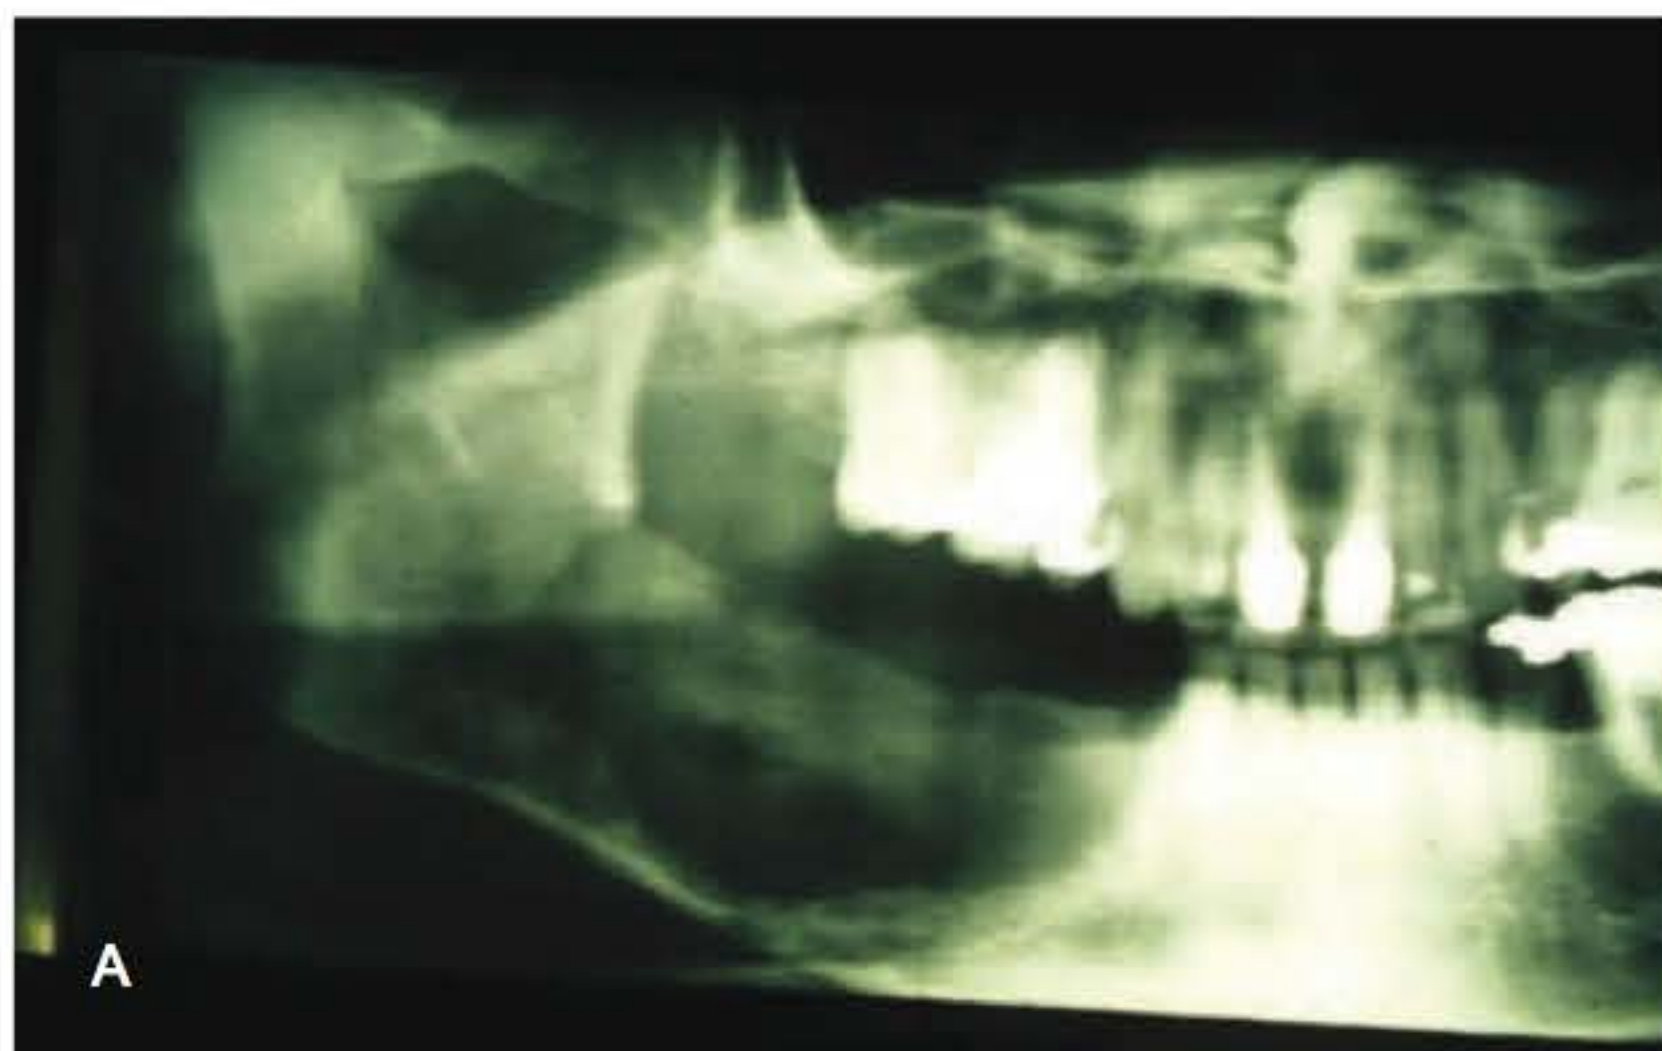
► Transplante ósseo para reconstrução de mandíbula. A. Radiografia panorâmica da mandíbula, podendo-se observar extensa área de reabsorção óssea em, praticamente, todo o ramo horizontal consequente a osteossarcoma da mandíbula. B. Área doadora da fíbula, vendo-se a fíbula já isolada em seu pedículo. C. Transplante já efetuado, podendo-se ver a fíbula interposta no defeito ósseo, fixada por placa metálica e já revascularizada. D, E. Resultado estético da reconstrução, lado reconstruído comparado ao lado normal. F, G. Resultado funcional demonstrando a abertura de boca conservada.
